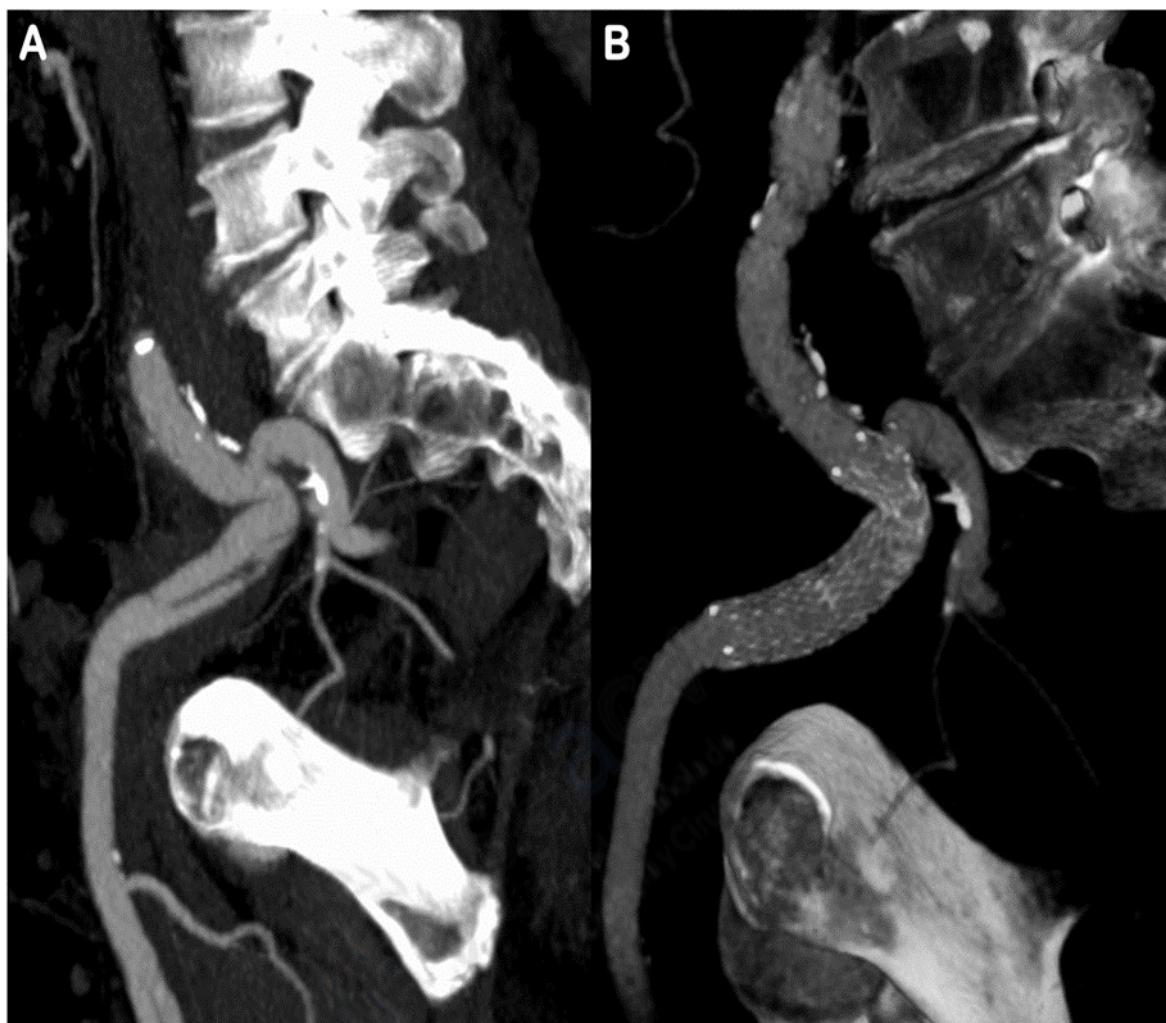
Comparación entre el angio TC después de la reparación abierta del aneurisma ilíaco (A) con el del control al año de seguimiento (B), en la que se evidencia la adecuada expansión y la configuración del *stent* a la anatomía angulada de la bifurcación ilíaca, asociado a la ausencia de luz falsa con una remodelación positiva de la arteria ilíaca externa.
